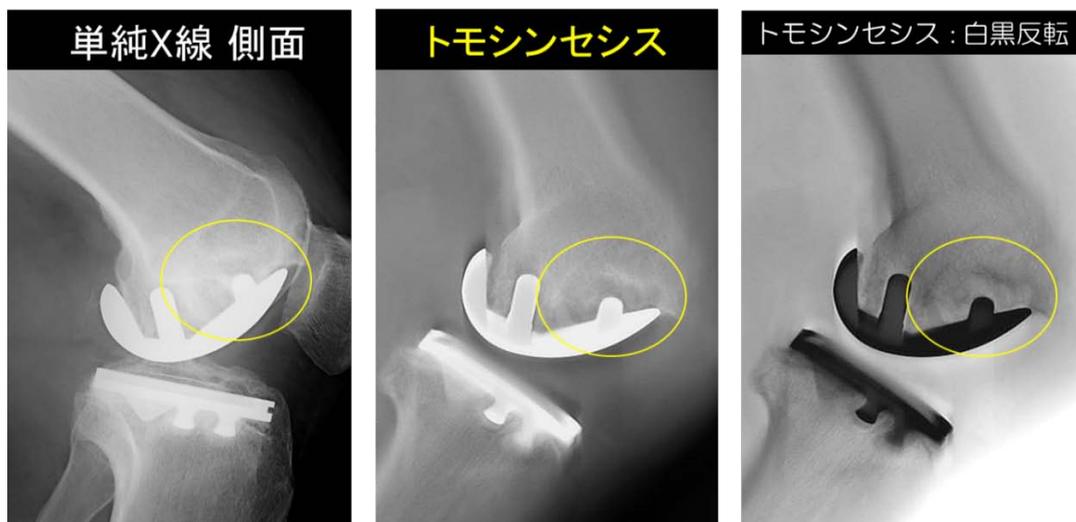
UKAの弛み診断 単純X線とトモシンセシス画像 苑田会人工関節センター病院様ご提供
